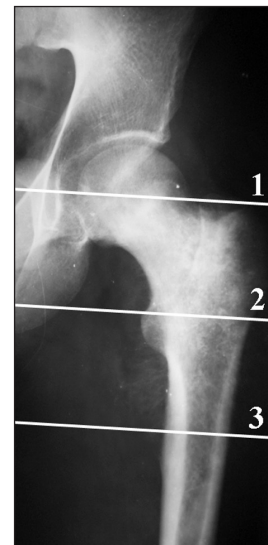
Рентгенограма пацієнта А., 22 роки, діагноз: остеосаркома проксимального відділу лівої стегнової кістки. Лінії та цифри вказують на рівні дослідження аксіальних СКТ-сканів для вивчення поширення пухлини: ділянка великого вертлюга (зона 1), ділянка малого вертлюга (зона 2), підвертлюгова ділянка (зона 3)
